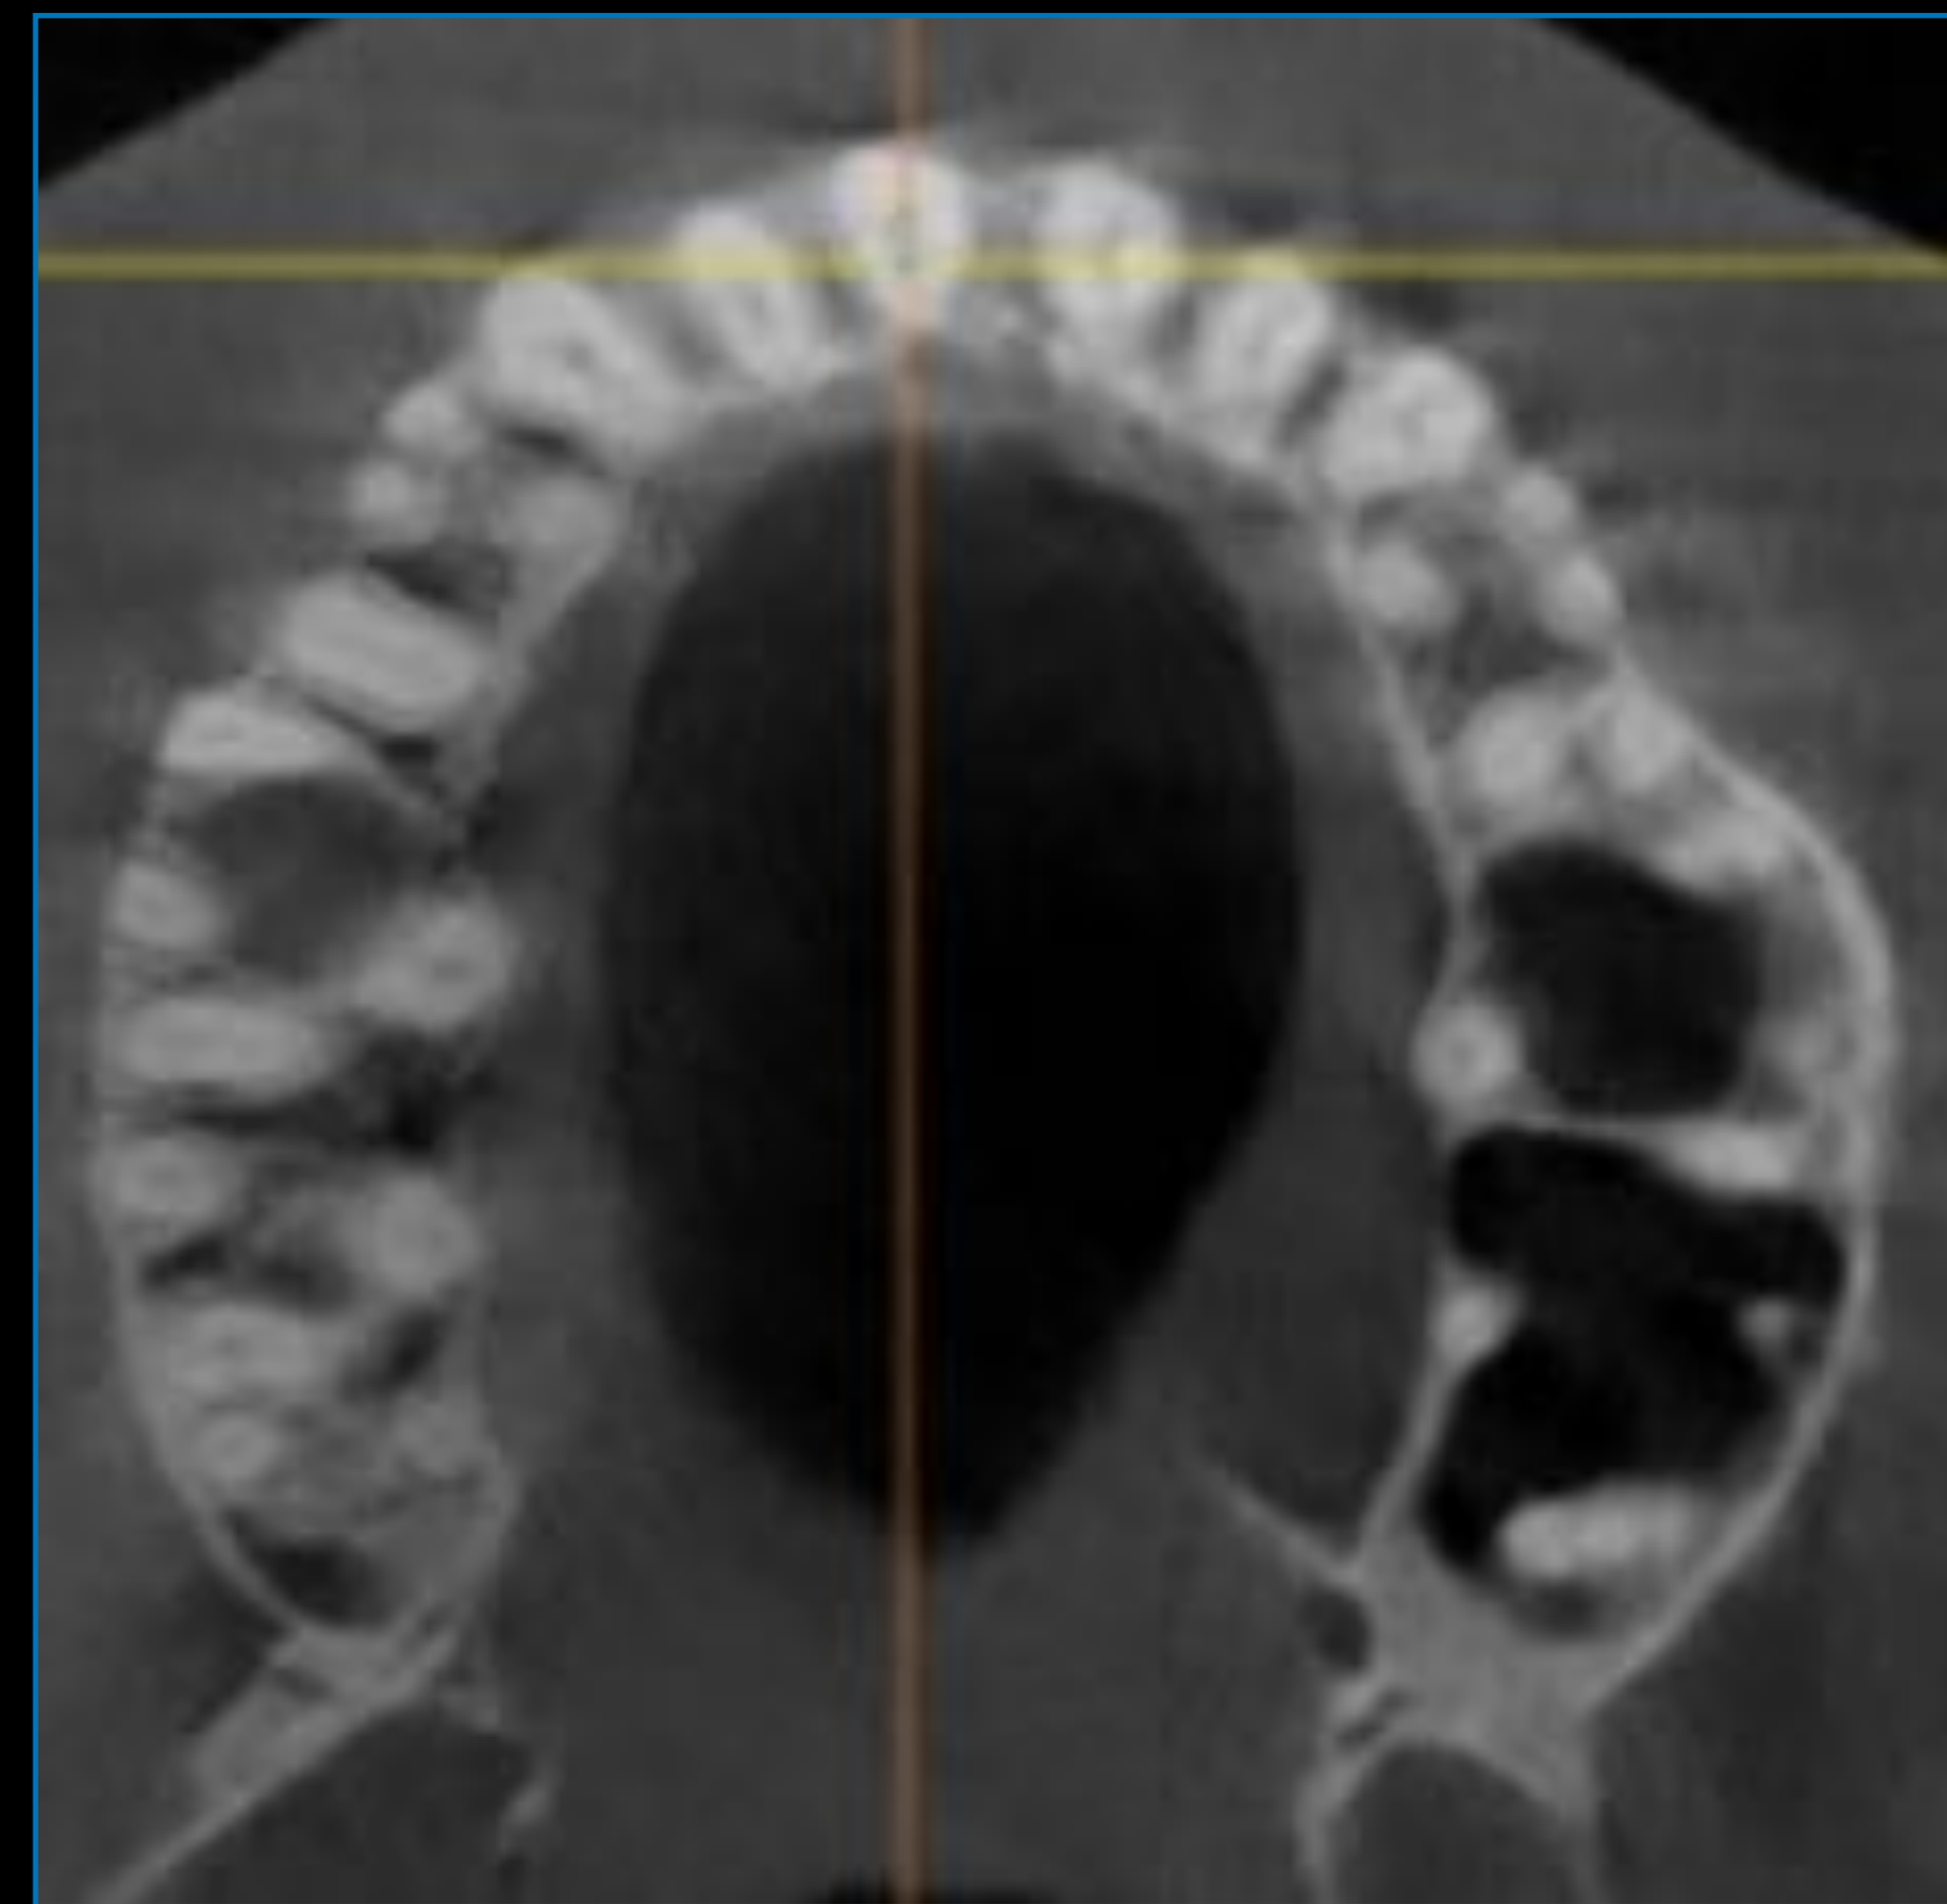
Компьютерное томографическое исследование
